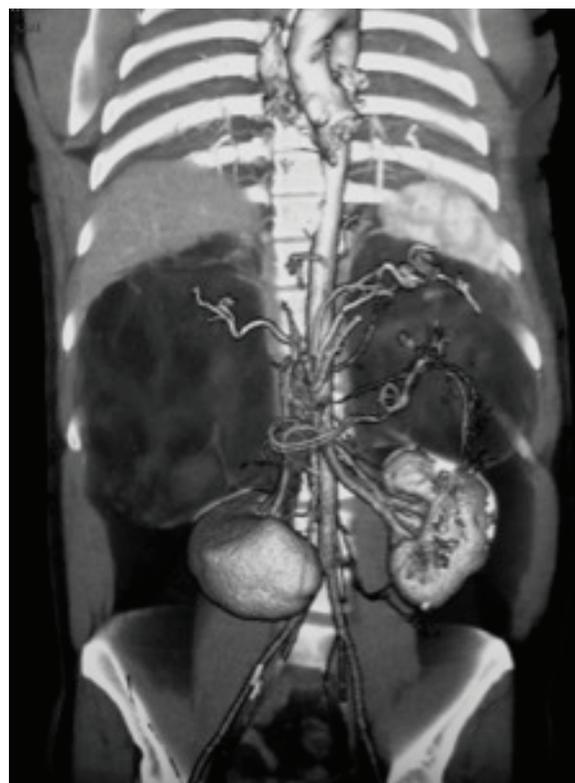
Tomografía axial computarizada de abdomen donde se evidencia lesión ocupante de espacio adrenal bilateral.
